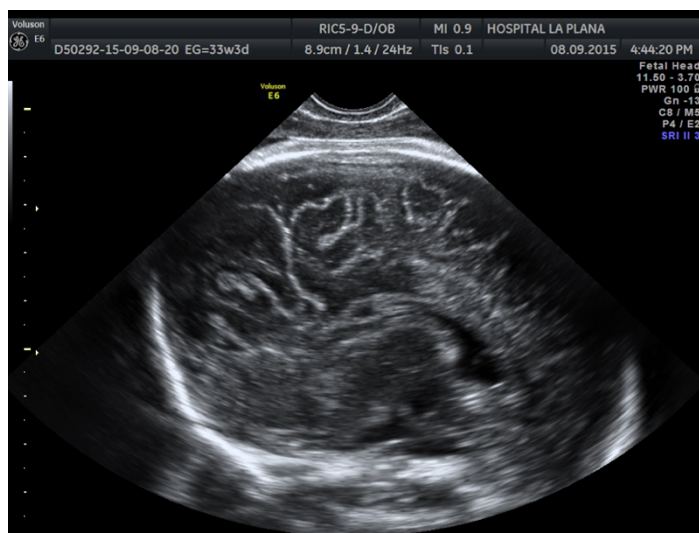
Corte sagital medio de cabeza fetal de 33 semanas mediante ecografía vaginal.
